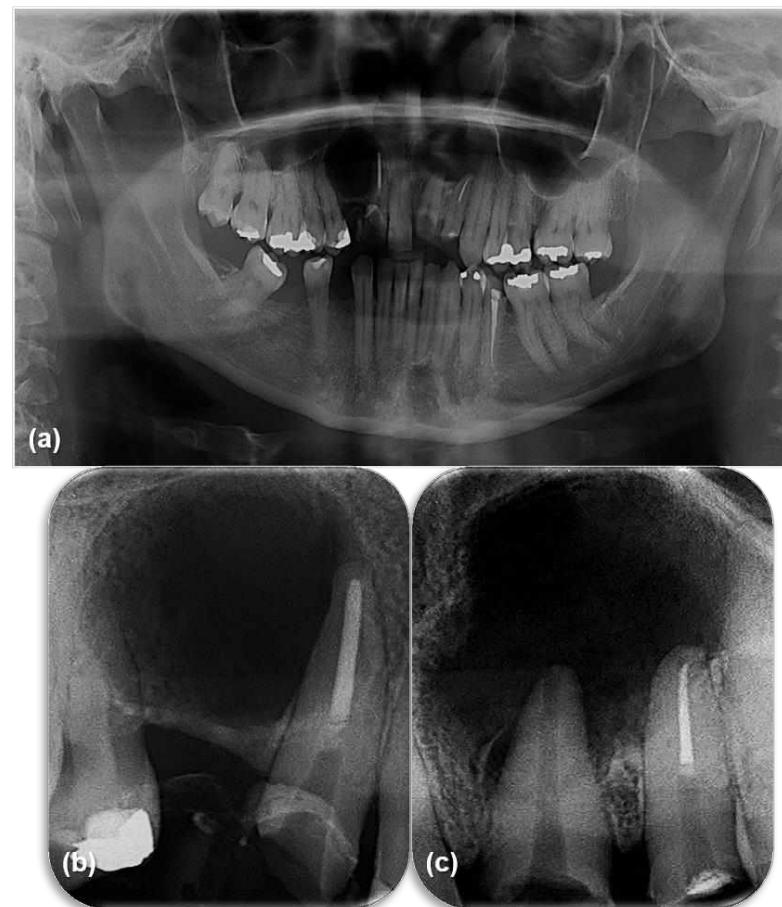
(a) Aspecto radiográfico inicial visto em radiografia panorâmica, (b) periapical do dente 12 e (c) periapical dos dentes 21 e 22.
